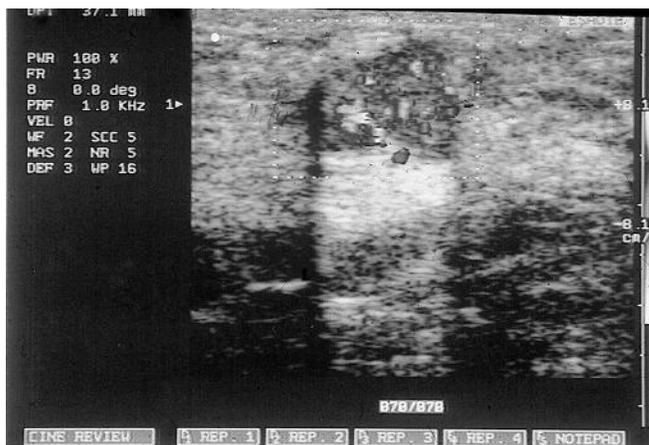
Carcinoma mammario con intensa vascolarizzazione al Color Doppler.
